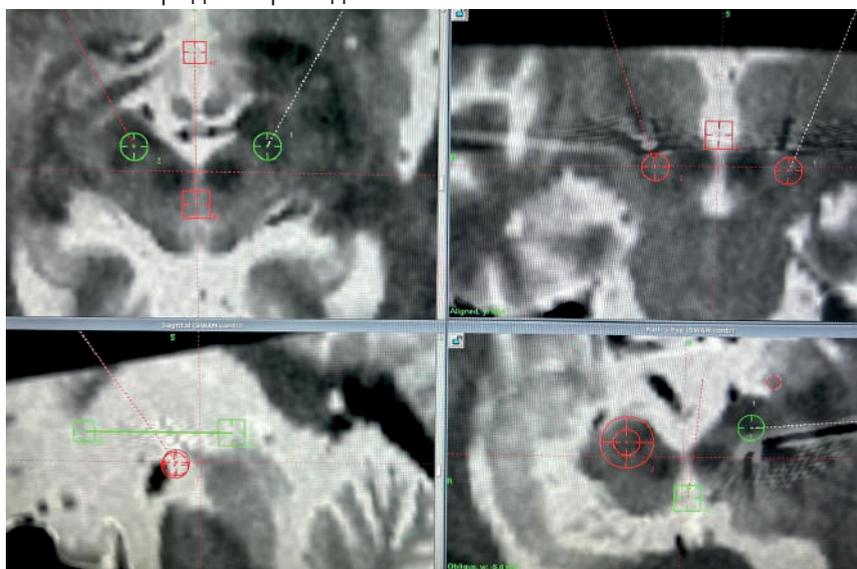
Совмещенные изображения послеоперационной КТ и предоперационной МРТ
